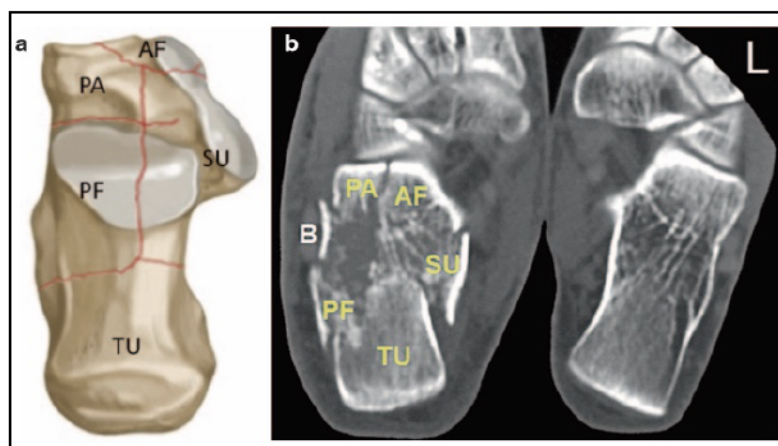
Die fünf Hauptfragmente der intraartikulären Fersenbeinfraktur – (a) Frakturmodell nach biomechanischer Studie von (Carr et al. 1989), (b) axiale CT Schnitte mit dem sustentaculären (SU), tuberositären (TU), Processus-anterior (PA), anterioren (AF) Fragment und dem posterioren Facettenfragment (PF) (aus Zwipp H, Rammelt, S. 2014. *Tscherne Unfallchirurgie Fuß*. Berlin Heidelberg: Springer. Kap. 5.2., S. 401)
